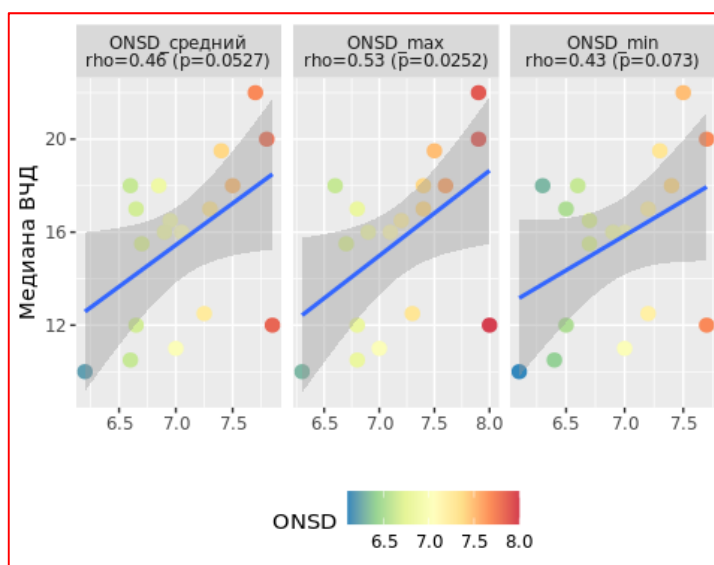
Корреляционная зависимость медианы ВЧД за 24 часа и производных ДЗНО по данным входящей КТ (ONSD средний- ДЗНО средний, ONSD max - ДЗНО максимальный, ONSD min - ДЗНО минимальный)
